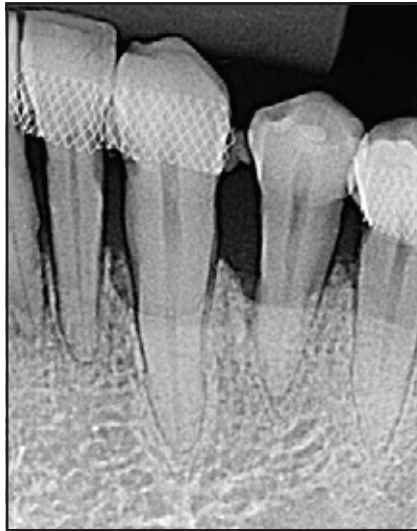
Röntgenologische Persistenz der Knochendefekte nach der Behandlung.
